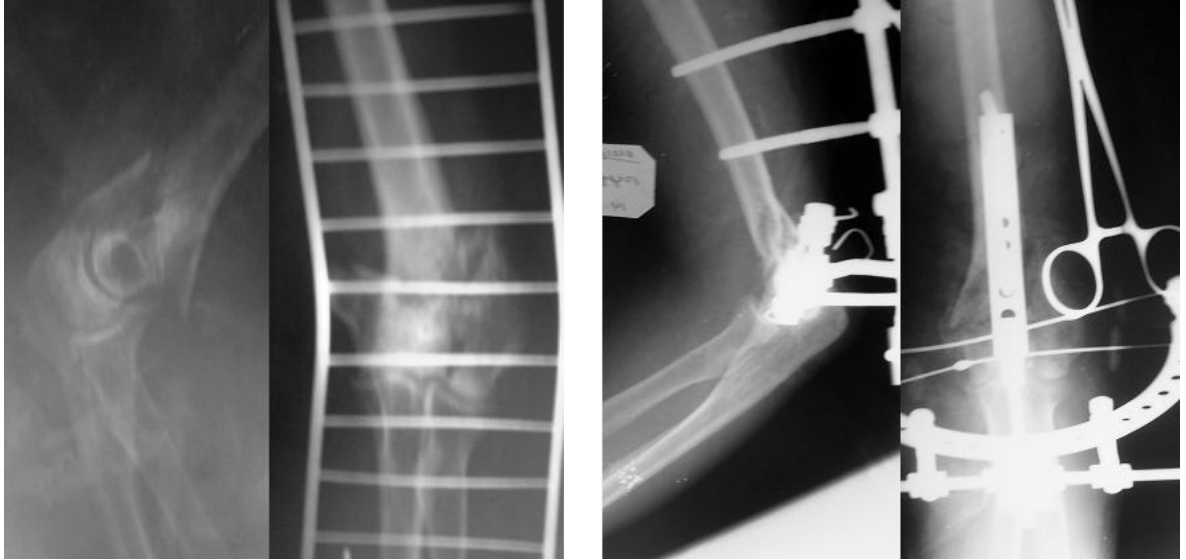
Рентгенография плечевой кости больной П. после получения травмы (А) и после чрескостного остеосинтеза (патент РФ № 74798) (Б).
